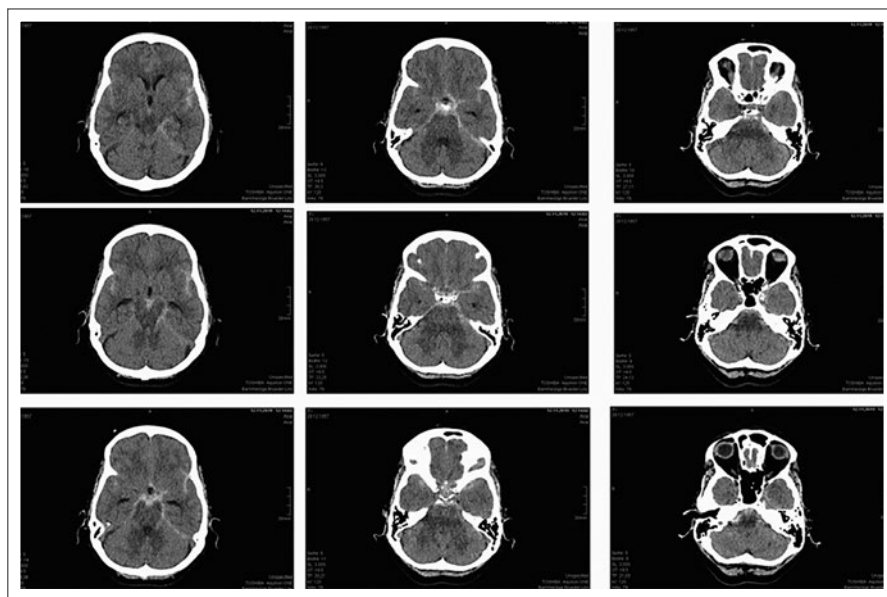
Fallbericht: erste Computer-Tomographie
